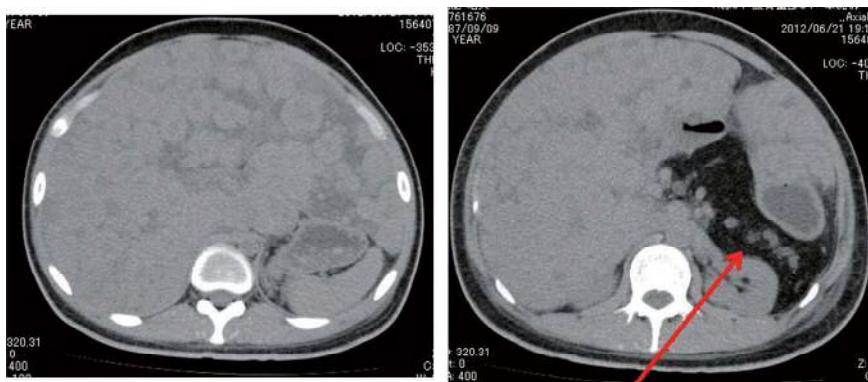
症例 2 腹部 CT (→: 脂肪変性した脾臓)
